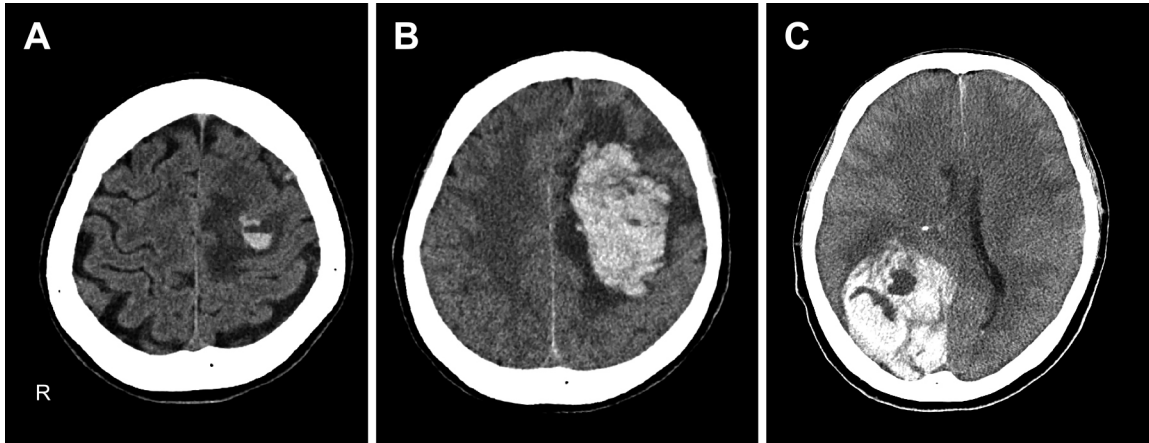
CT of the brain on hospital days 6, 7, and 24.
